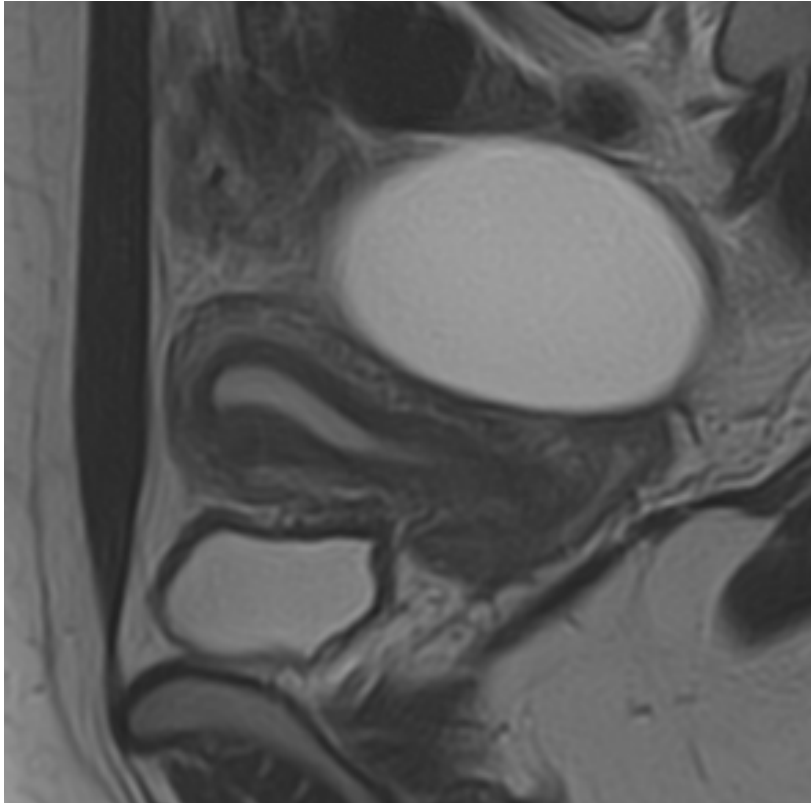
Coupe sagittale de l'utérus en IRM. Epaissement focal de la zone de jonction sur la face antérieure de l'utérus (CHU Nancy)
